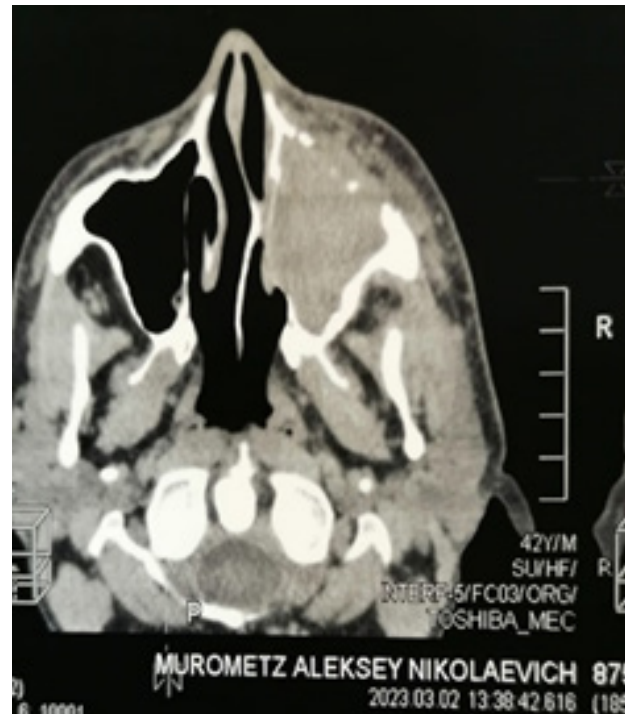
The same patient. X-ray examination: the anterior and medial walls of the maxillary sinus of the sinus and the laticed bone were destroyed
